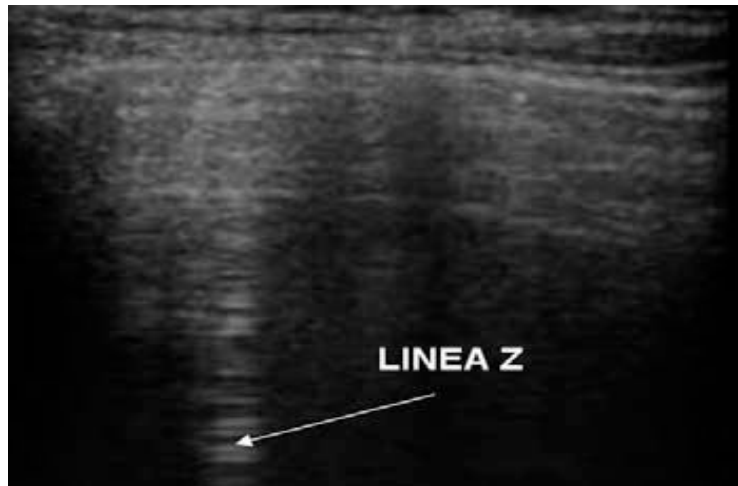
Linea Z, da da Soldati G, Copetti P: Ecografia Toracica, cit.
